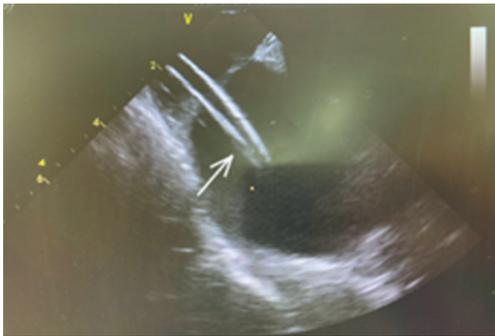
Внутрисердечное эхокардиографическое исследование. Пункция межпредсердной перегородки в области овальной ямки. Дистальная часть интродьюсера в полости левого предсердия (указана стрелкой)
